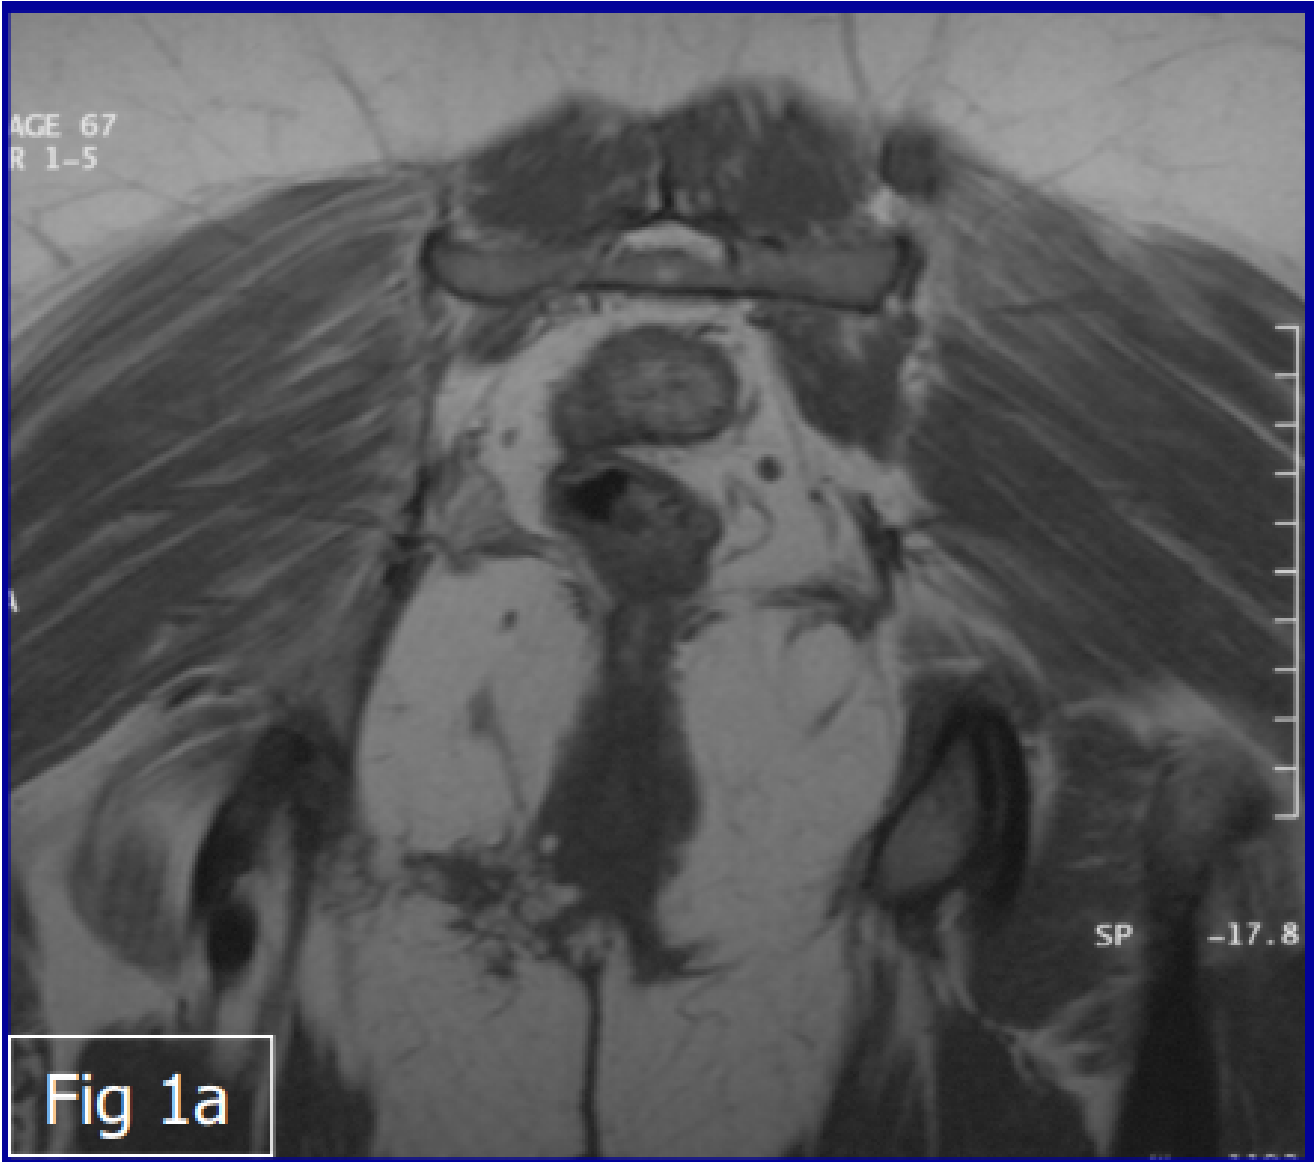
IRM d'endométriose périnéale. Montrant une masse irrégulière à gauche de la cicatrice d'épisiotomie avec un signal hypointense en T2WI (a) et hyperintense en T1WI (b) [4]
